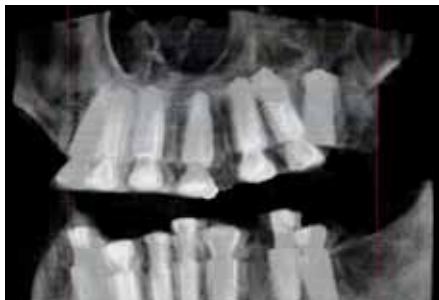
Postoperative Volumentomographie
